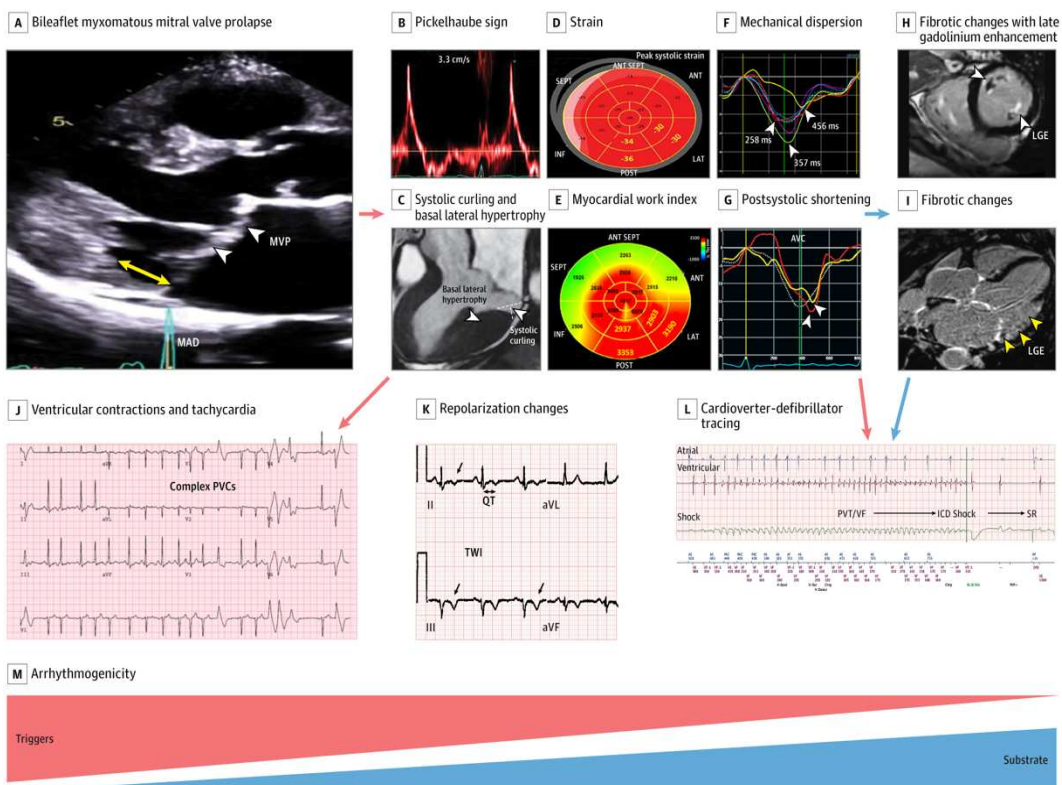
Progressione dell'aritmogenicità e ruolo di trigger e substrati nel prolasso valvolare mitralico aritmico. (A) PVM (punte di freccia) e DAM (freccia gialla) associato ad ipermobilità dell'anello mitralico e stratonamento dei muscoli papillari e del miocardio ventricolare sinistro. L'ipermobilità dell'anello (trigger) determina cambiamenti a carico del ventricolo sinistro quali aumento della velocità dell'anello al Doppler tissutale (B), curling sistolico ed ipertrofia (C), valori di strain aumentati a livello posterolaterale e diminuiti a livello del settore basale (D), aumentato valore di indice di lavoro miocardico a livello posterolaterale (E), dispersione meccanica (SD di unità di tempo al picco) (F) ed accorciamento post-sistolico nelle regioni laterali basale e mediale (teste di freccia ad indicare il picco di strain) (G). La fibrosi (substrato) che si sviluppa a seguito della ripetuta trazione viene visualizzata come accumulo tardivo di gadolinio (LGE) alla risonanza magnetica cardiaca (H ed I). Contrazioni ventricolari premature complesse (CPVs) (J), alterazioni della ripolarizzazione con inversione dell'onda T (K) e registrazione a partire da defibrillatore cardiaco impiantabile (ICD) (L). (38)
